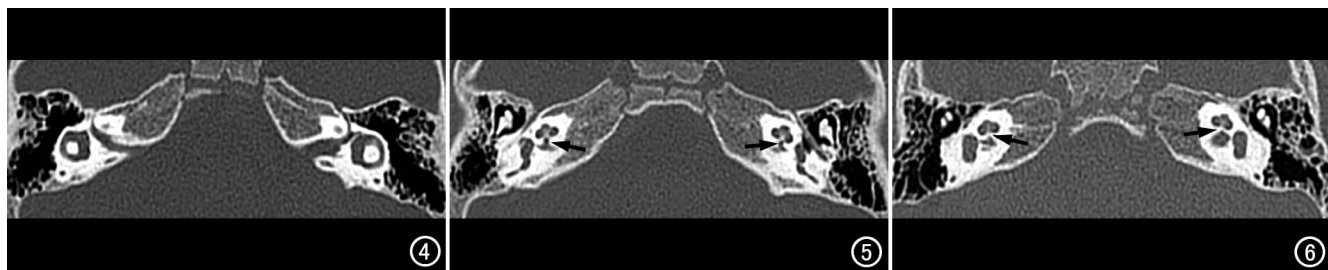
双侧内耳道狭窄,HRCT 示右侧内耳道明显狭窄,左侧轻度狭窄,双侧内耳道形态异常。图 5 双侧蜗神经孔狭窄,HRCT 示双侧内耳道底部前下方与耳蜗底之间骨性管道狭窄(箭)。图 6 双侧蜗神经孔封闭,HRCT 示双侧内耳道底部前下方与耳蜗之间无骨性管道显示(箭),双侧蜗神经孔被骨板封闭。
